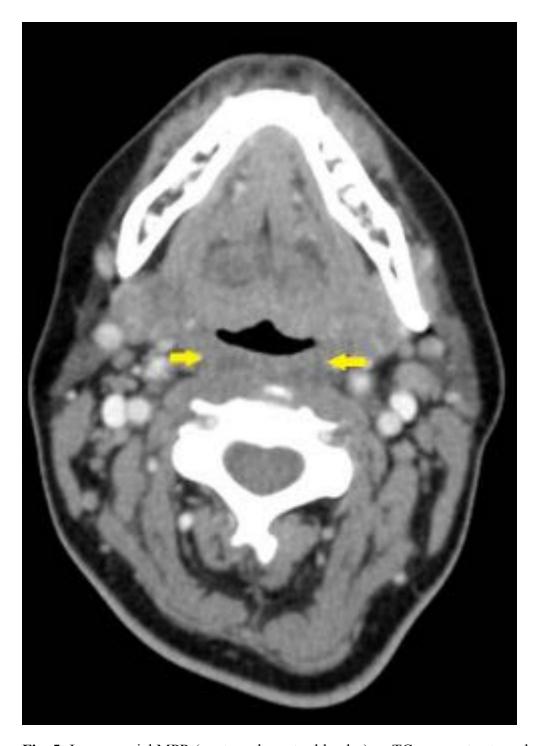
Imagen axial MPR (ventana de partes blandas) en TC con contraste endovenoso mostrando un aumento hipodenso del espacio retrofaríngeo que traduce edema y/o inflamación. Ausencia de realce y adenopatías valorables.
